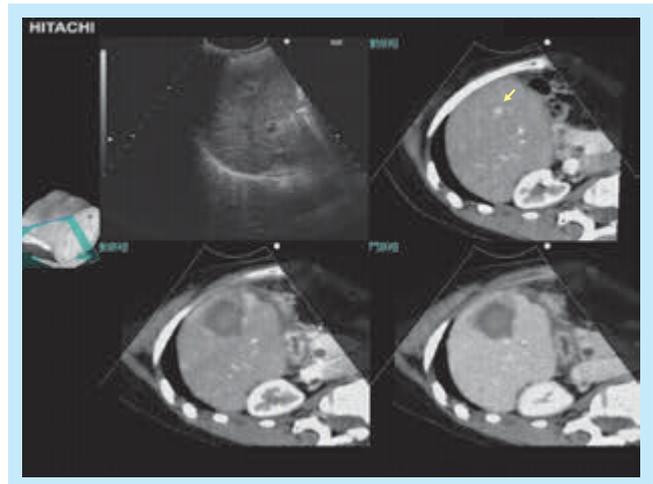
同一症例に対してRFAを施行後のMulti-window Real-time Virtual Sonography¹⁰⁾ 左上が治療後の超音波像、右上が治療前のCTの動脈相、左下が治療後の動脈相、右下が治療後の門脈相。safety marginが十分に確保されていることがわかる。(参考文献10より転載)
